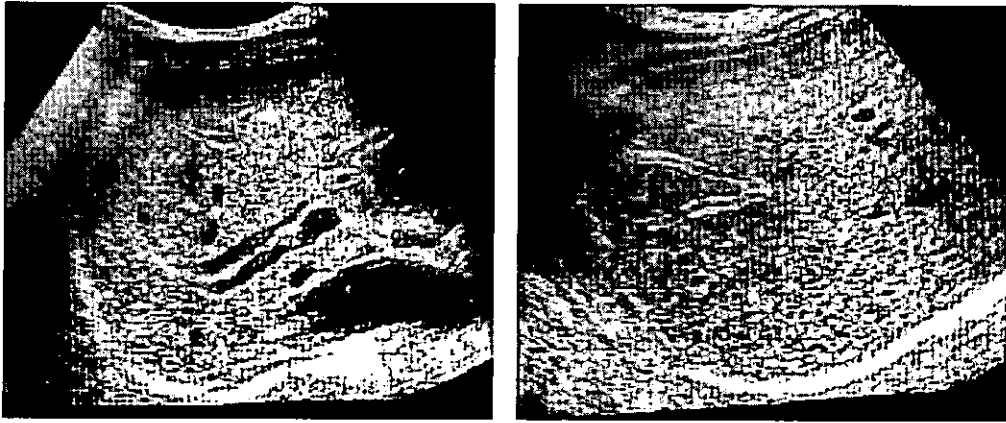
平成14年2月のエコー (PTCSL後2年)
